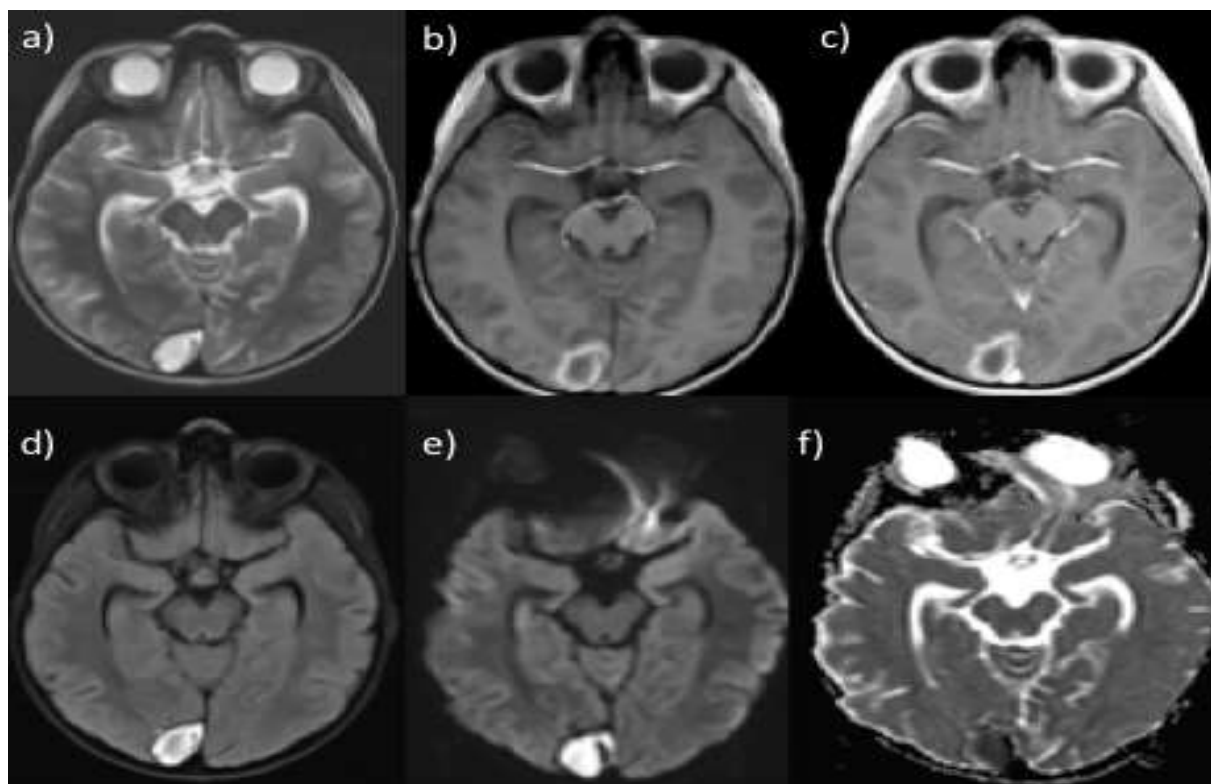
Пациент В., 5 лет. МРТ головного мозга в аксиальной проекции: а) T2ВИ турбо спин эхо; б) T1ВИ турбо спин эхо; в) T1ВИ турбо спин эхо с внутривенным контрастированием; д) T2flair турбо спин эхо; е) DWI (b=1000с/мм²); ф) ИКД-карта. В правой затылочной области определяется очаг неоднородной структуры с ограничением диффузии, не накапливающий контрастный препарат – соответствует диссеминации фасциолы.
